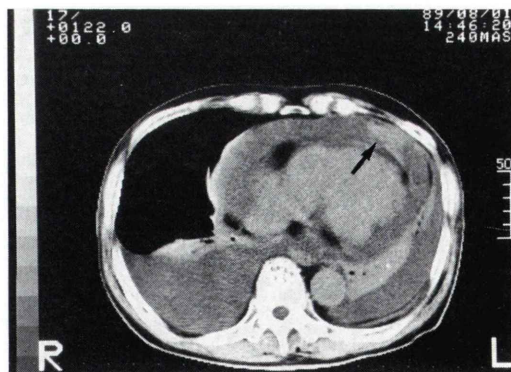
Chest X-CT showing pericardial and pleural effusion.
